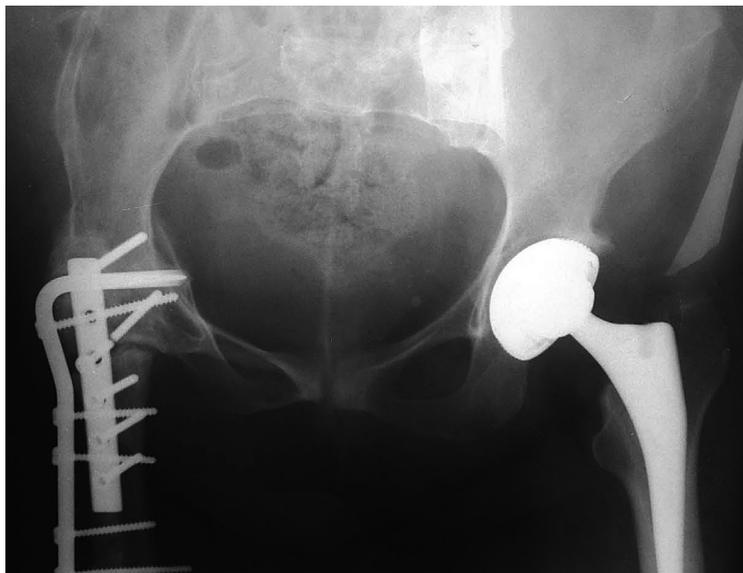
Рентгенограммы больной З. после серии операций
